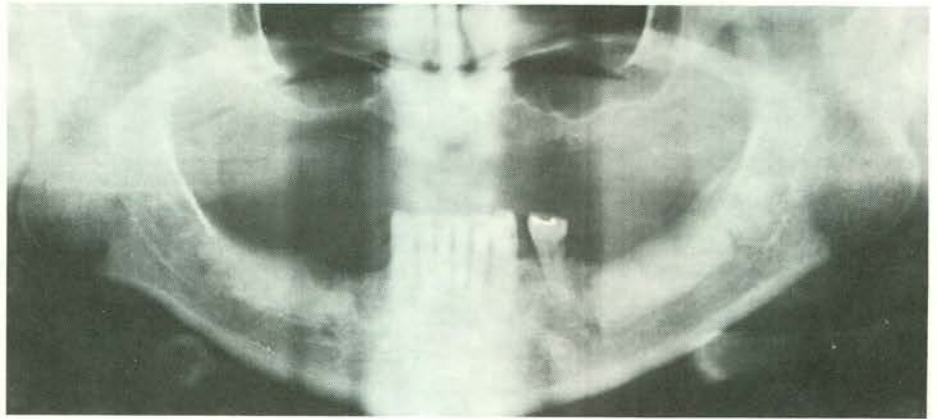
Focale scleroserende osteomyelitis (condenserende osteïtis): circumscribe, periapicale botverdichting.
